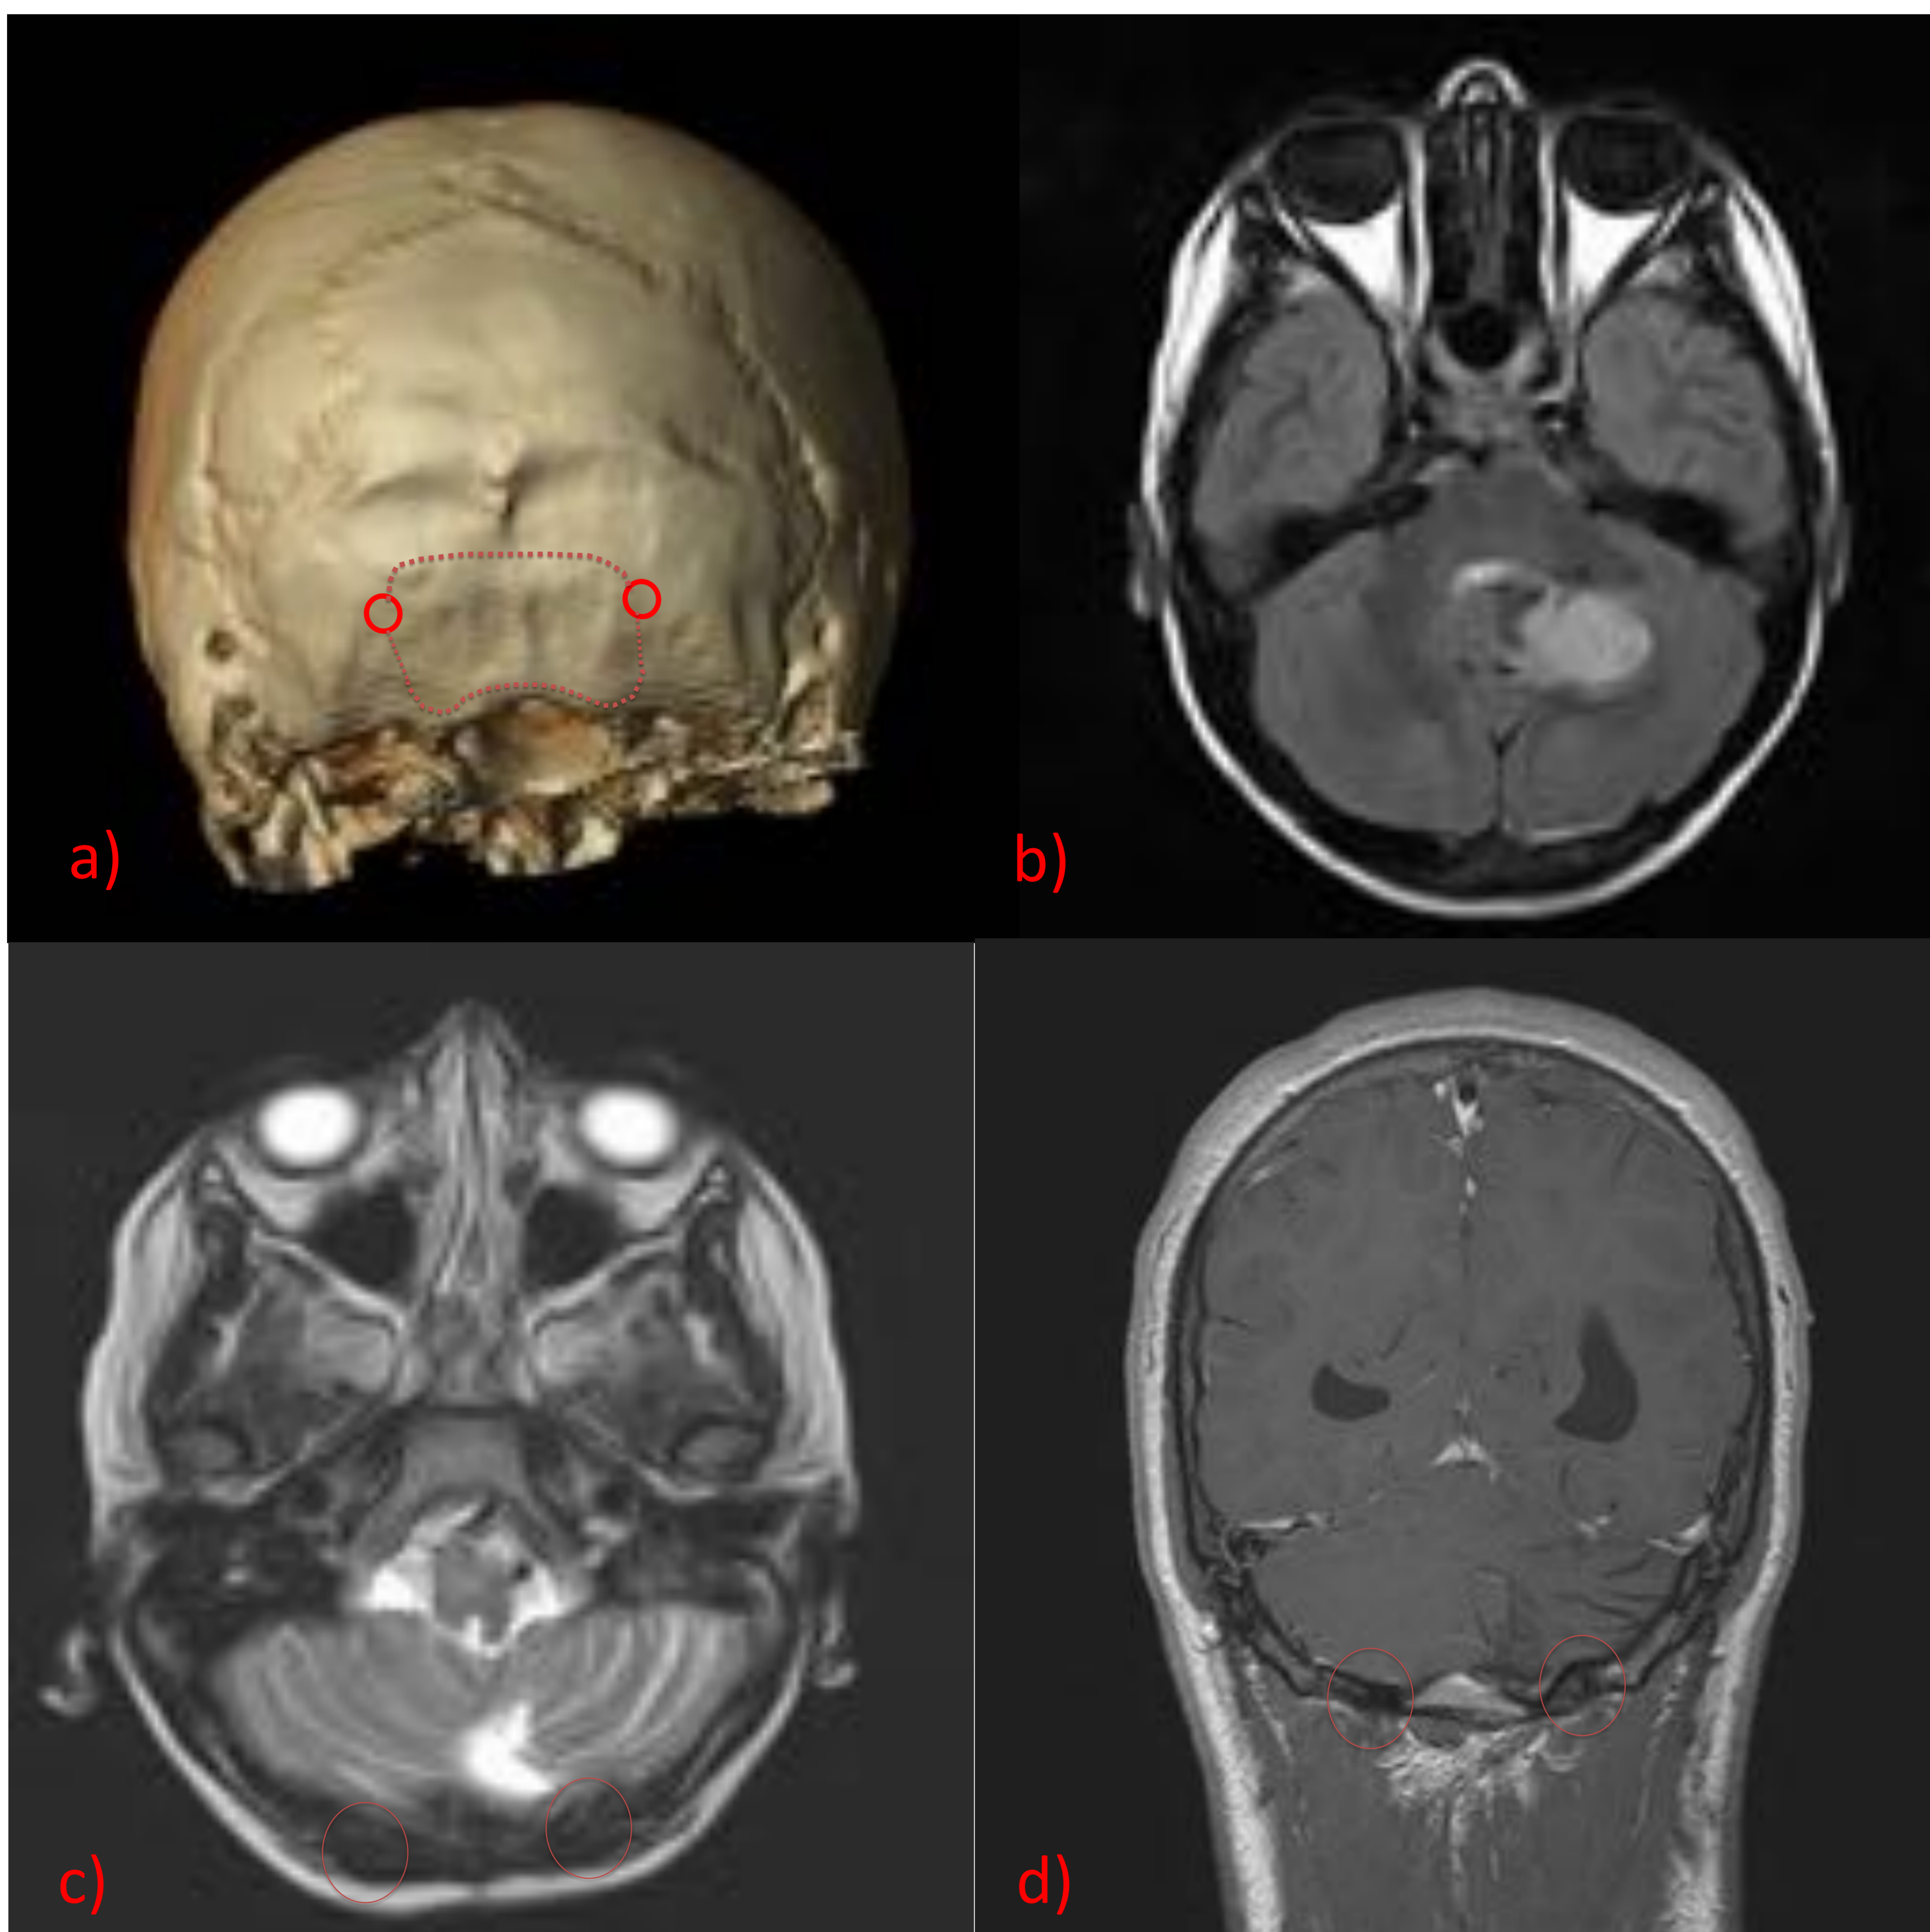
Reconstrucción TC con abordaje suboccipital medial (a). FLAIR de lesión cerebelosa derecha (b) que correspondió con un astrocitoma. Axial T2 (c) donde se observan cambios por material de osteosíntesis en las zonas de trepanación precraneotomía. Coronal T1 (d)
